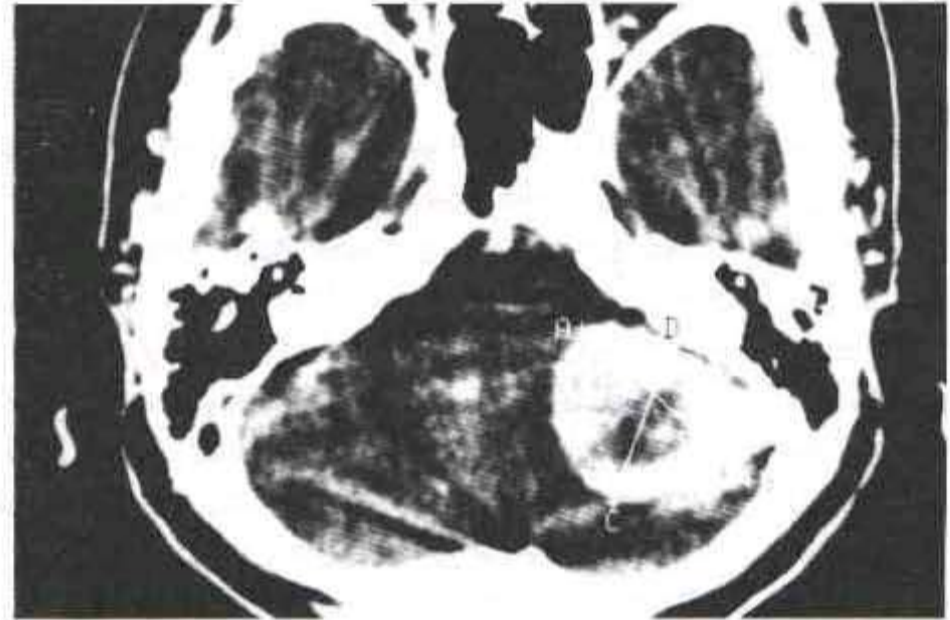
Olgu 1'e ait, Gd-DTPA kullanılarak yapılan Gd-DTPA MRG: Sağ PSK'de, peritümöral kontrast tutulumu ve merkezinde hipointensitenin olduğu kitle.
